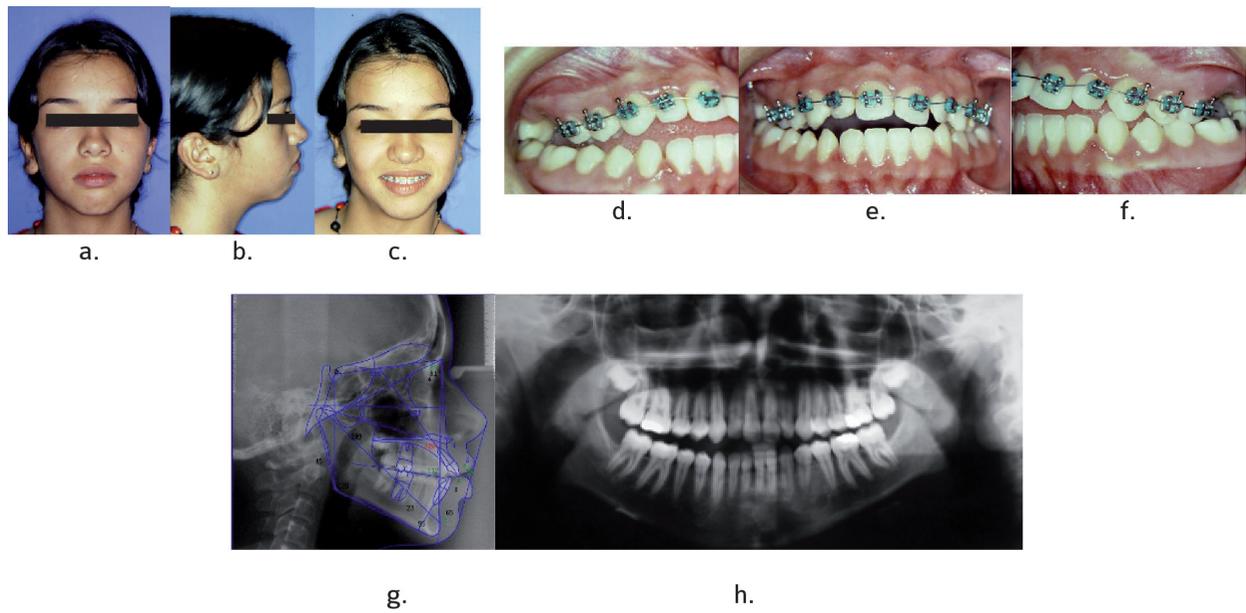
Fotos y radiografías iniciales. Paciente No. 1.
